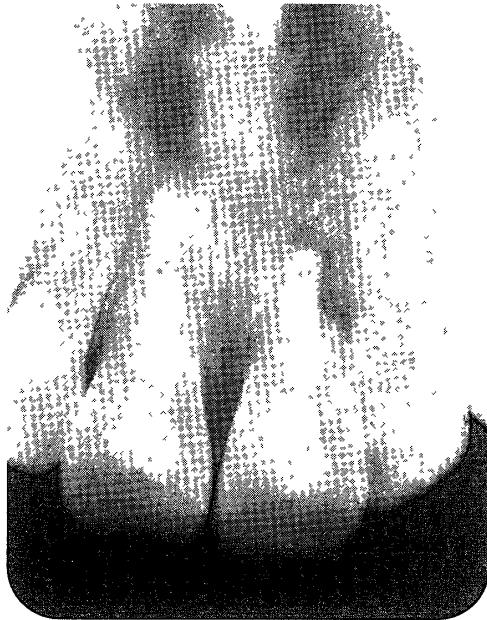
Radiograph (after 24 months) showing further absorption of the left incisor's root slight absorption of the right incisor's root
